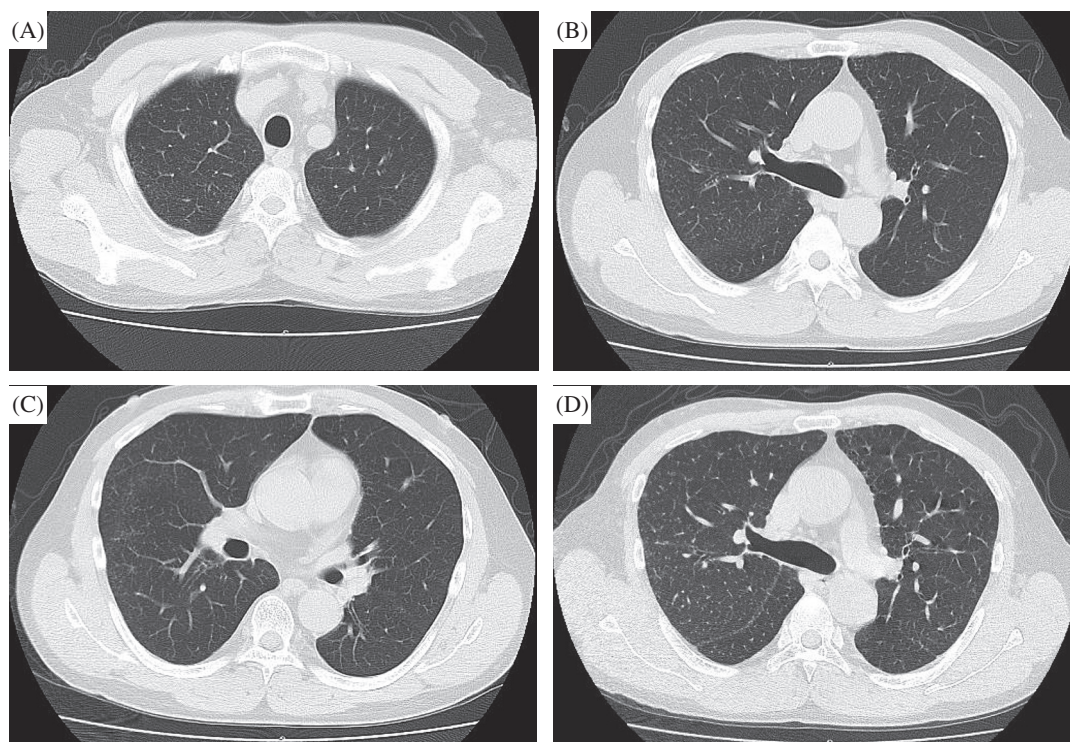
Chest CT on the first visit
